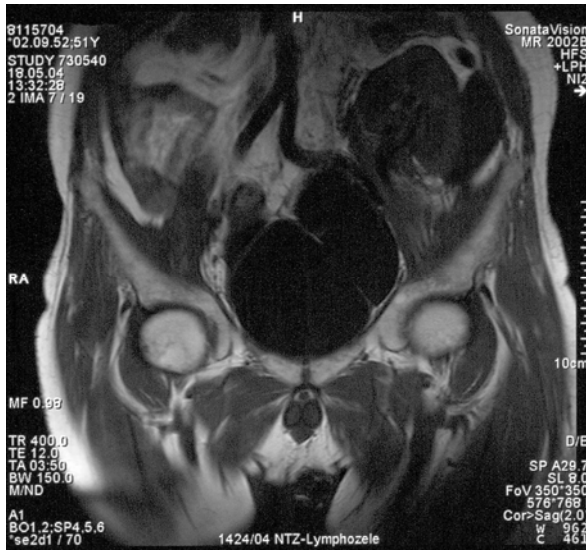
MRT eine Lymphozele mit beginnender Kompression des Ureters
